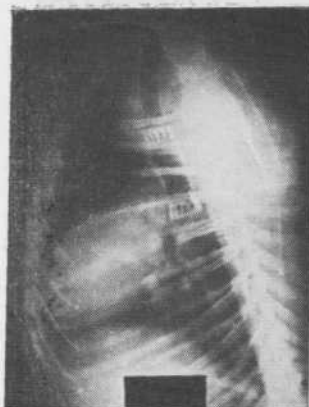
Опыт № 40-С. Рентгенограмма грудной клетки через 36 месяцев после операции. Видна область аллопластики; сужения просвета трахеи не отмечается.
